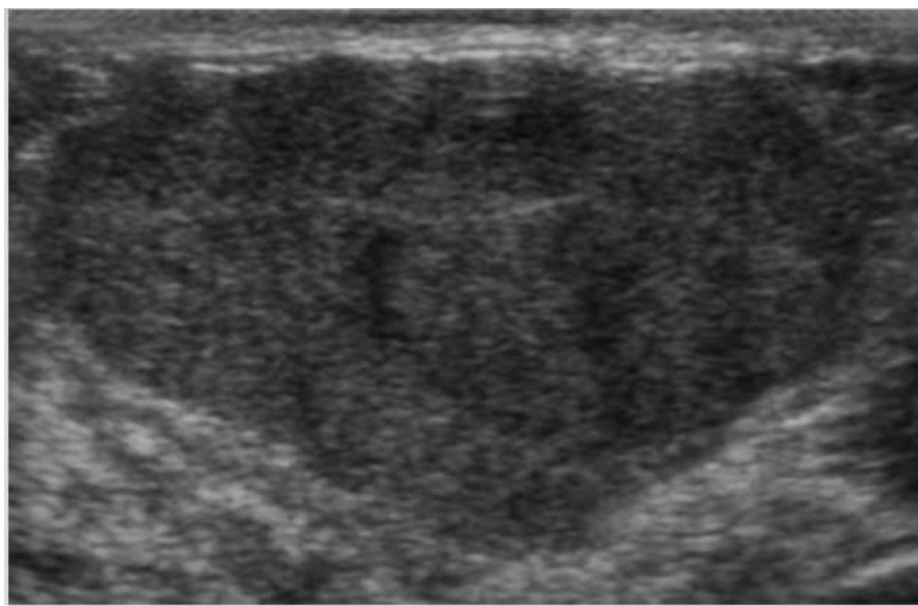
cliché échographique d'une de nos patientes montrant une lésion tissulaire du QSI du sein droit, ovale, à grand axe parallèle à la peau, aux contours macro-lobulés, classée ACR4. (Image prise du service de radiologie au CHU Hassan II)
